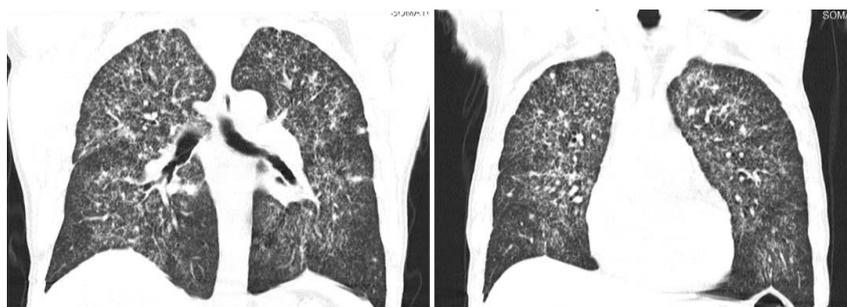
Corte coronal. Tomografía axial computarizada de torax.
